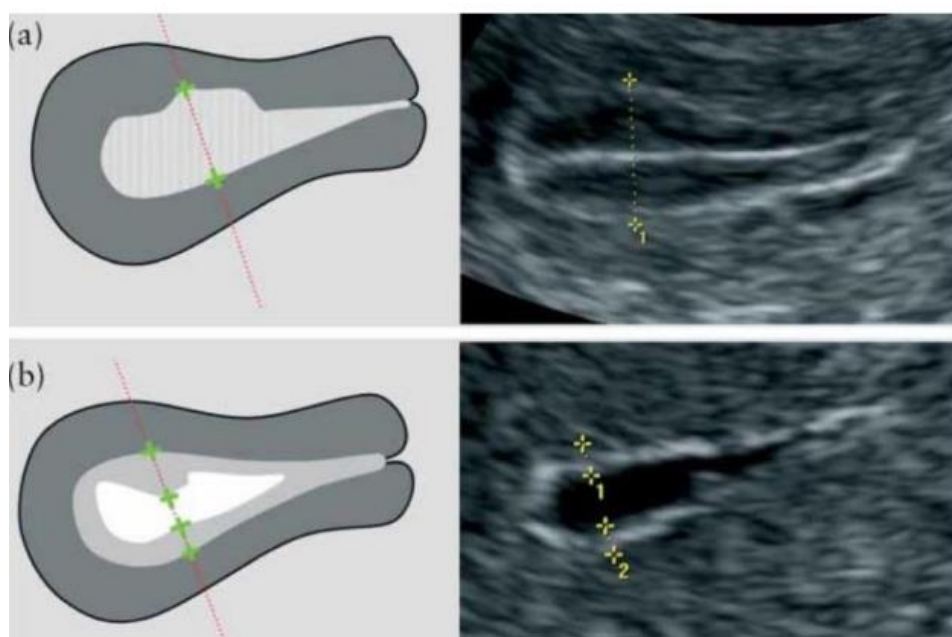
Mesure de l'épaisseur endométriale sur échographie. (237)
